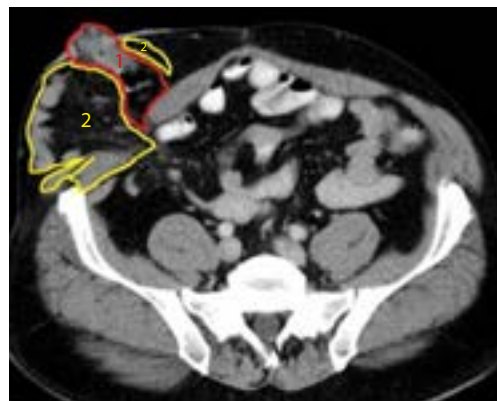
Компьютерно-томографические признаки гигантской парастомальной грыжи. 1 – цекостома; 2 – петли тонкой кишки
